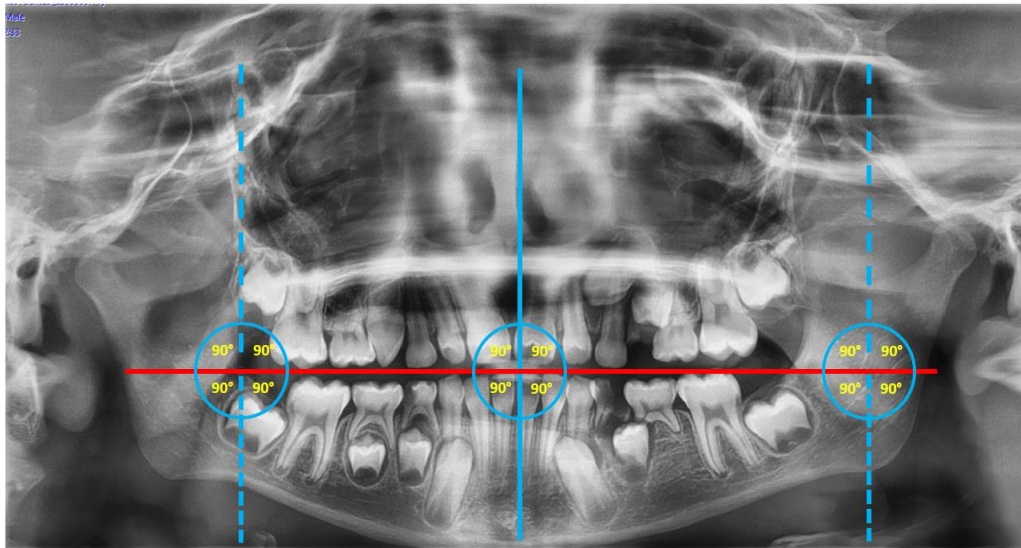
Se observan los trazos realizados. Línea horizontal que atraviesa en la parte central la aleta de mordida (rojo) y línea vertical (azul) hacia abajo y proyectada hacia arriba, las que al entrecruzarse forman un ángulo de 90 grados. Esta última línea al ser trazada en diferentes partes de la radiografía nos demuestra que el ángulo que siempre se formará será de 90 grados, por lo cual es un parámetro estable independientemente de si es trazada en el centro u otro sector.
